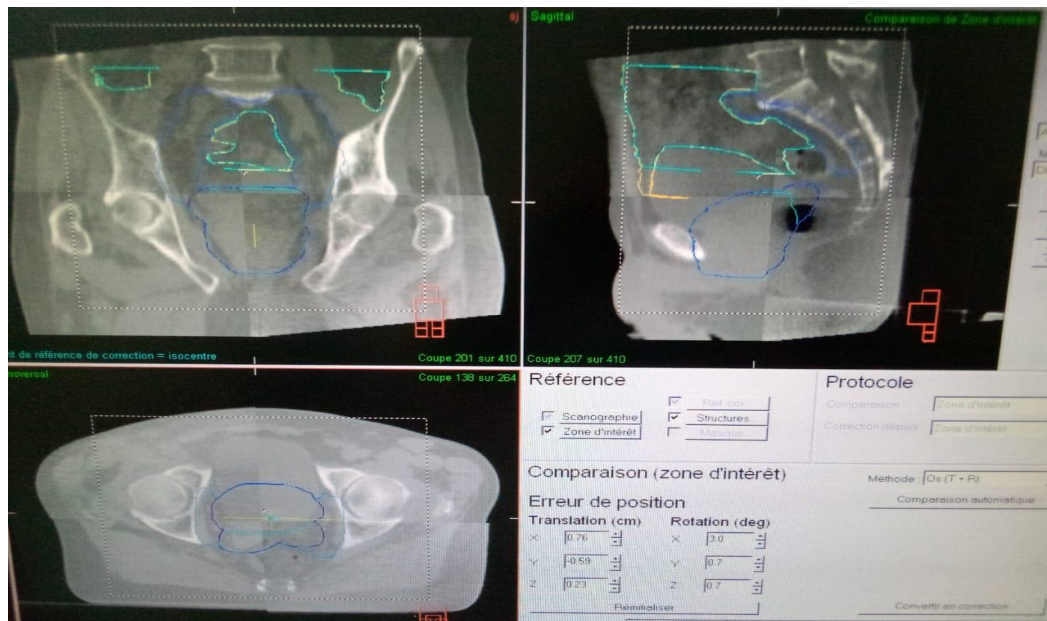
Cone beam CT for the prostate.
